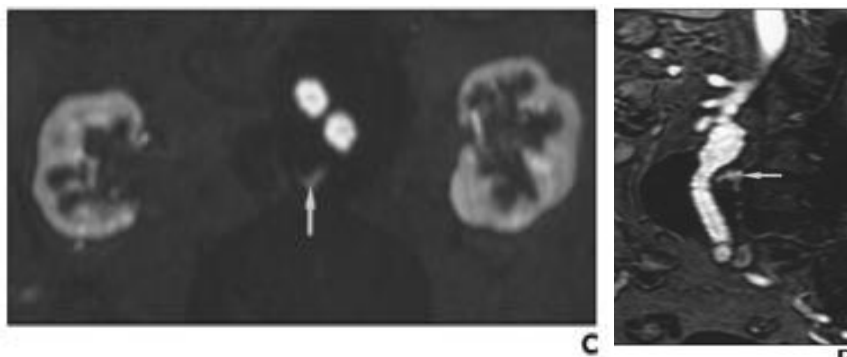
Un homme de 77 ans porteur d'endoprothèse aortique. C : coupe axiale d'angio IRM pondérée en T1 montre une extravasation du gadolinium en phase artérielle dans la partie postérieure du sac anévrismal (flèche). D : La coupe sagittale artérielle confirme l'endofuite postérieure (flèche).
